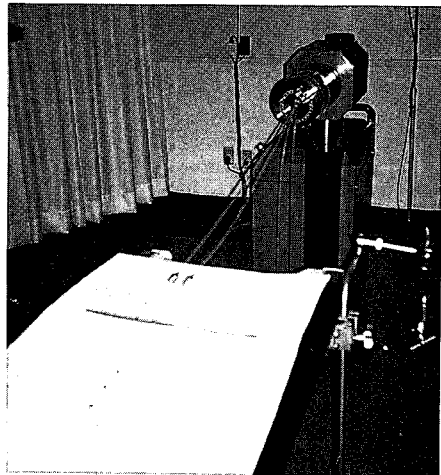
Source dwell position check using source dwell position check device & X-ray film
